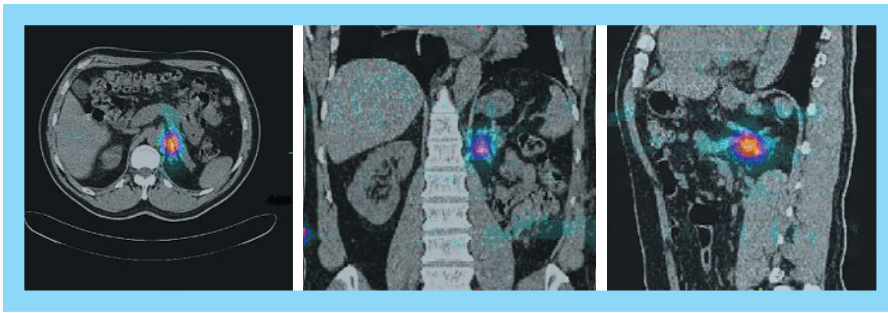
Wynik fuzji SPECT-CT u pacjenta z podejrzeniem wznowy lokoregionalnej złośliwego guza chromochłonnego
